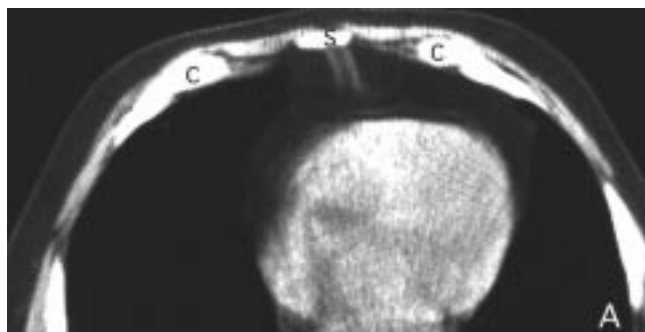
Insertions de la partie antérieure du diaphragme — Coupes TDM étagées de haut en bas passant par l'étage inférieur du cœur. Sur la figure 7A, seules sont visibles les attaches sternales qui s'étendent de l'extrémité sternale (S) en avant, au péricarde en arrière. Sur la figure 7B, apparaît le hiatus médian (astérisque) et les premières attaches sur le septième cartilage costal (C). Les attaches chondrales (flèches) sont séparées des précédentes par le hiatus sterno-costal. Chaque hiatus est comblé par un tissu de densité graisseuse. Noter le rapport étroit de ces attaches avec le liseré du péricarde séparé du myocarde par la graisse sous-épicaudique.
